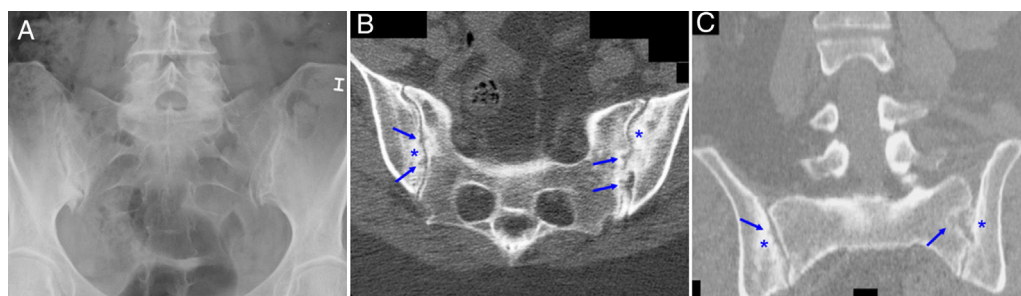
Radiografía de pelvis (A) que muestra esclerosis, pinzamiento y erosiones en articulación sacroilíaca derecha y esclerosis y pseudo-ensanchamiento en la izquierda (sacroilítis grado III bilateral). TC de articulaciones sacroilíacas que en los cortes axial (B) y coronal (C) presentan zonas de esclerosis (asteriscos) y erosiones (flechas) en ambos márgenes articulares.
